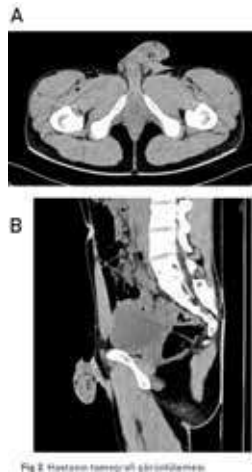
Hastanın tomografi görüntülemesi
